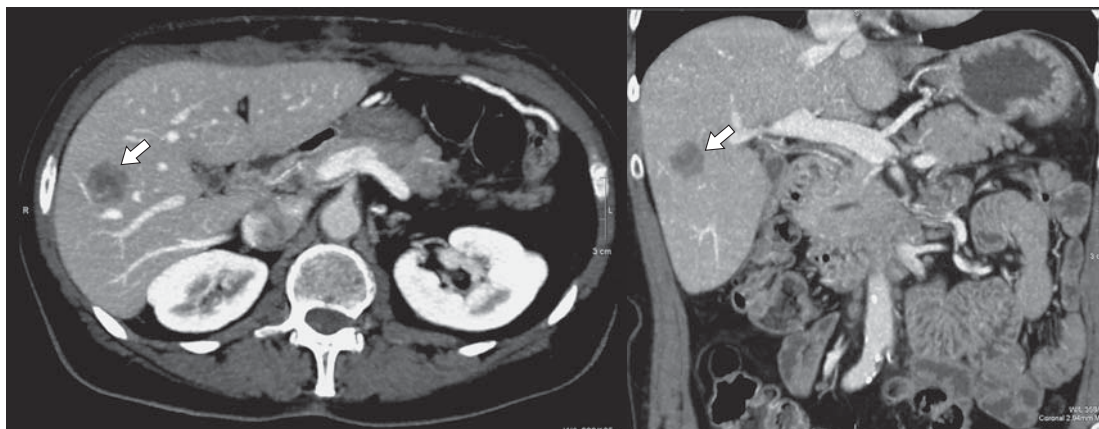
Компьютерная томограмма. Метастатическое поражение правой доли печени.
